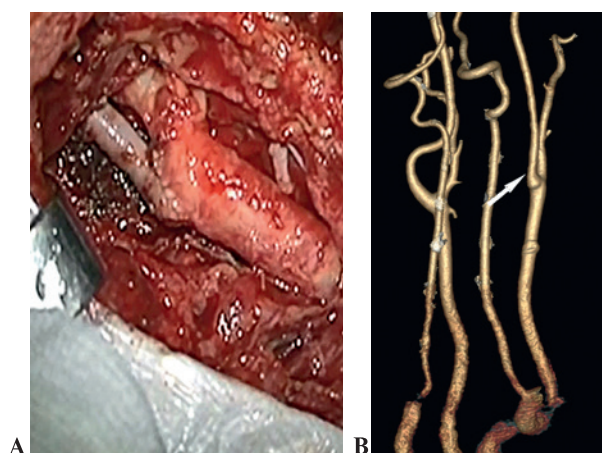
Внутренняя сонная артерия после реконструкции А – интраоперационная фотография, В – СКТ-ангиография в режиме объемной реконструкции.
